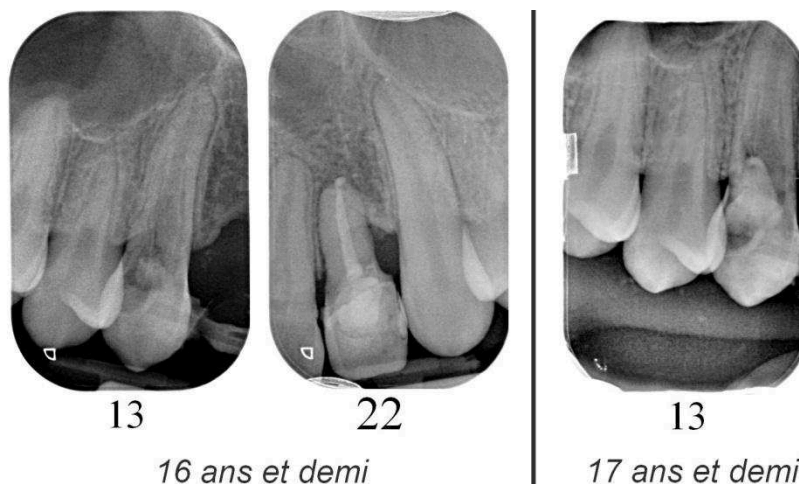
Radiographies rétro-alvéolaires de 13 et 22 à 16 ans, puis de 13 à 17 ans
